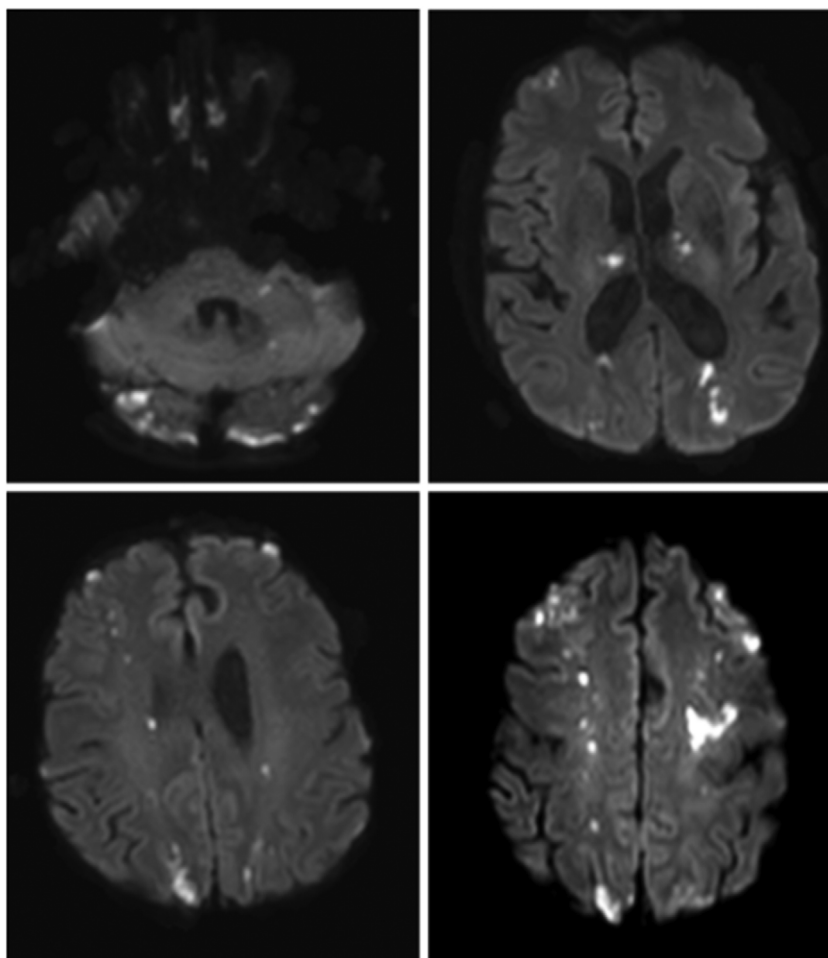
Resonancia de cerebro sin contraste, secuencia DWI. Se observan múltiples lesiones hiperintensas que afectan al territorio límite comprometiendo ambos hemisferios cerebrales. A nivel supratentorial se observan múltiples lesiones que afectan tálamos, territorio límite entre arterias cerebral media y anterior en la corona radiata y centros semiovais compatibles con lesiones isquémicas en estadio agudo e hiperagudo.
